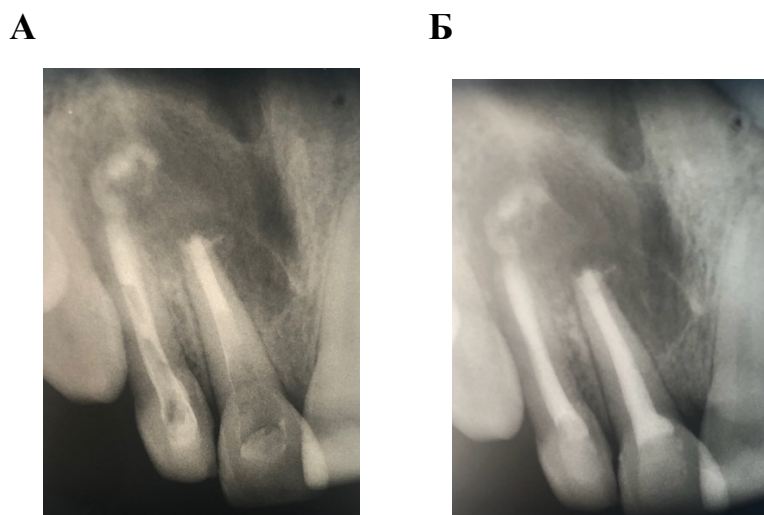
Фото прицільної рентгенографії пацієнтки А. після ендодонтичного лікування
